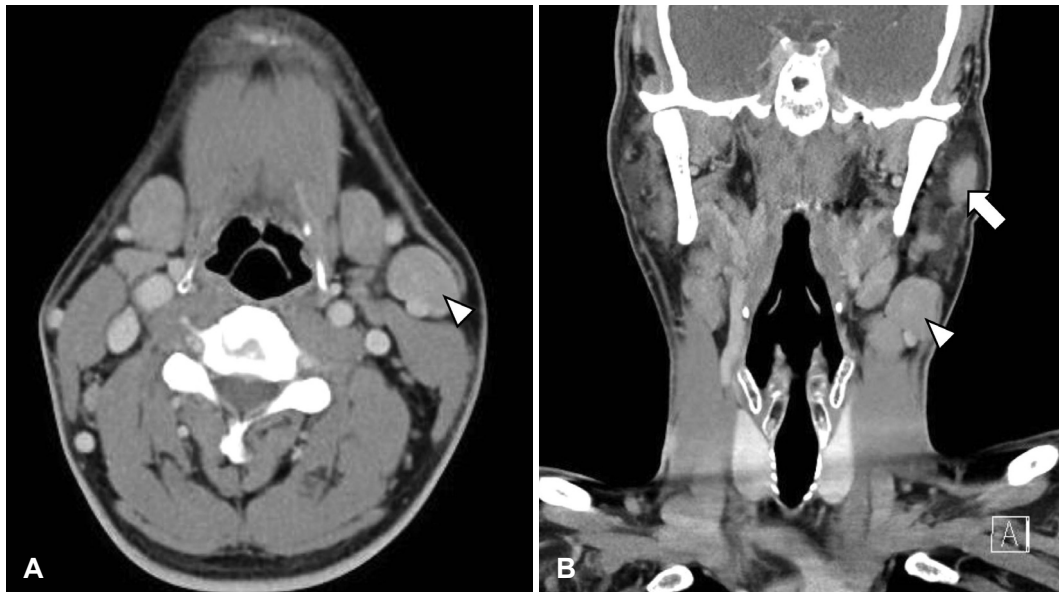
Neck CT findings 1 month after the operation. Axial (A) and coronal (B) image of neck CT showed multiple non-necrotic hypoattenuated lymphadenopathy in left intraparotid (arrow), both level 1b, 2 (arrowhead: left level 2), 3, and left level 5b.
